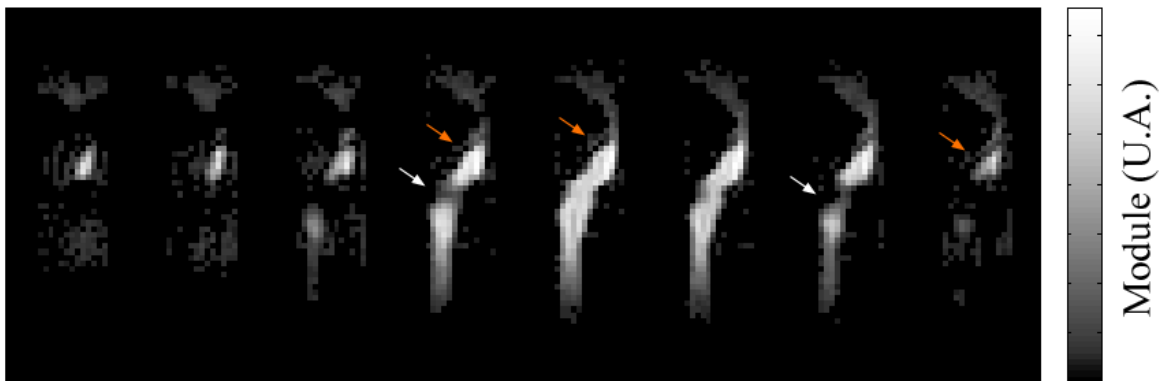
Images de module acquises en IRM de l'hélium-3 hyperpolarisé sur le fantôme bouche-trachée sans dépôt de fer. Représentation des huit coupes centrales disposant du RSB le plus élevé.
